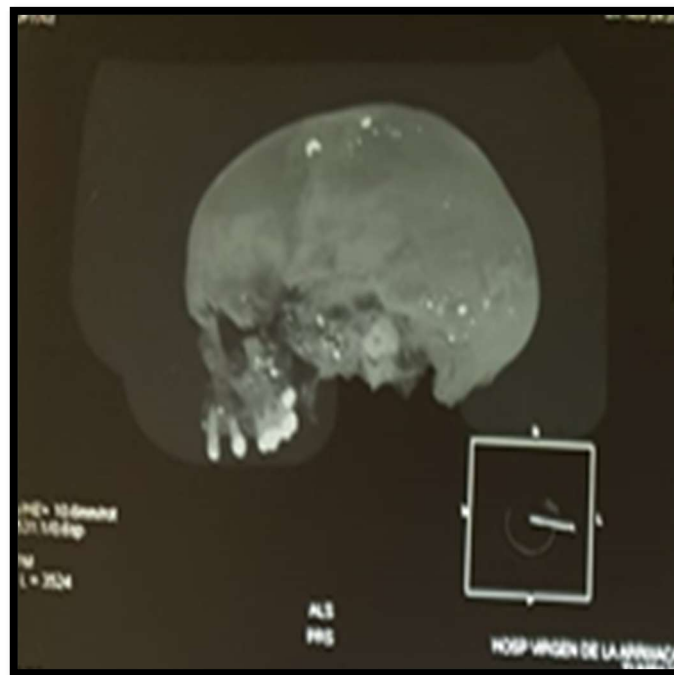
Caso 73. TAC 3D con reconstrucción tipo VRT.
